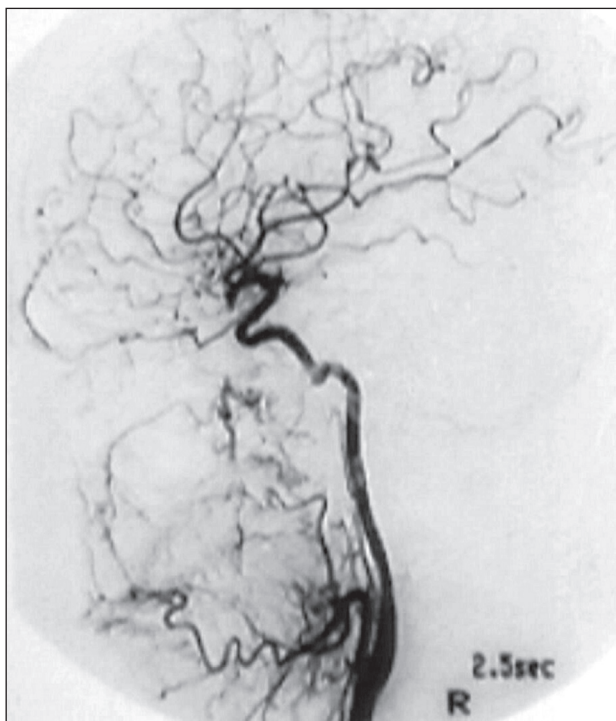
Ангиограмма общей сонной артерии. Опухоль не имеет кровоснабжения из внутренней сонной артерии. Рентгеноконтрастный препарат – ультравист 370
